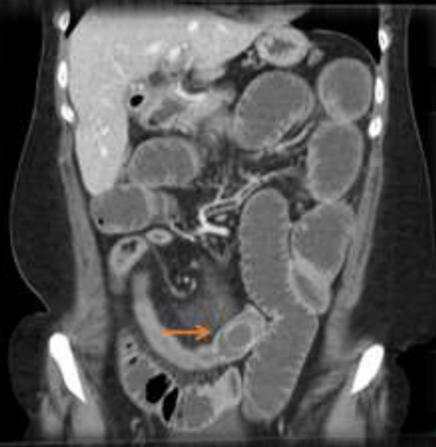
TC con contraste endovenoso en corte coronal en la que se aprecia calculo en la luz intestinal (Flecha naranja).
